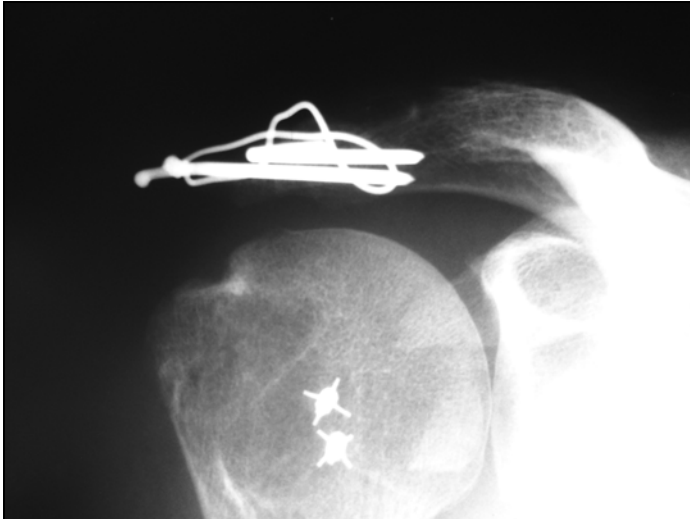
Darstellung einer Zuggurtungs-Osteosynthese eines Os akromiale in einer a.p.-Röntgenaufnahme
